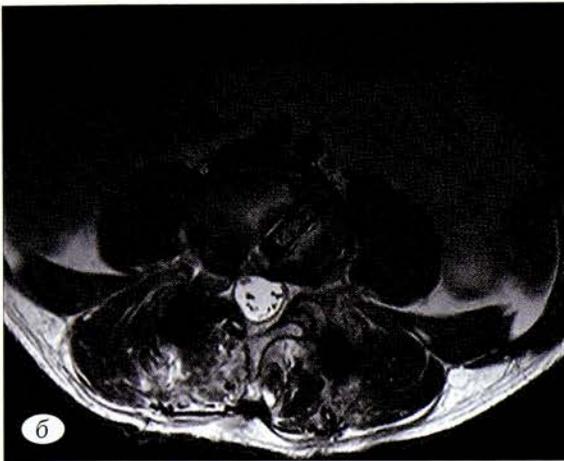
Послеоперационные снимки МРТ поясничного отдела позвоночника пациента Ш.: *a* — Т2-ВИ, сагиттальная проекция; *б* — Т2-ВИ аксиальная проекция на уровне межтелового пространства LIV-LV.
